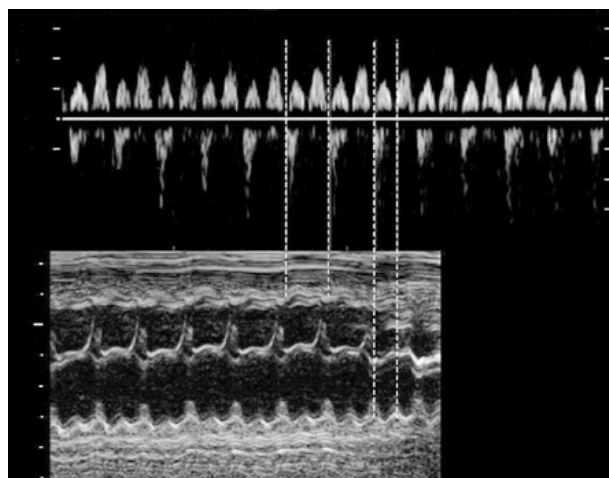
Doppler continuo tra valvola tricuspidale e arteria polmonare (in alto) confrontato con M-mode tra atrio e ventricolo destri (in basso).
